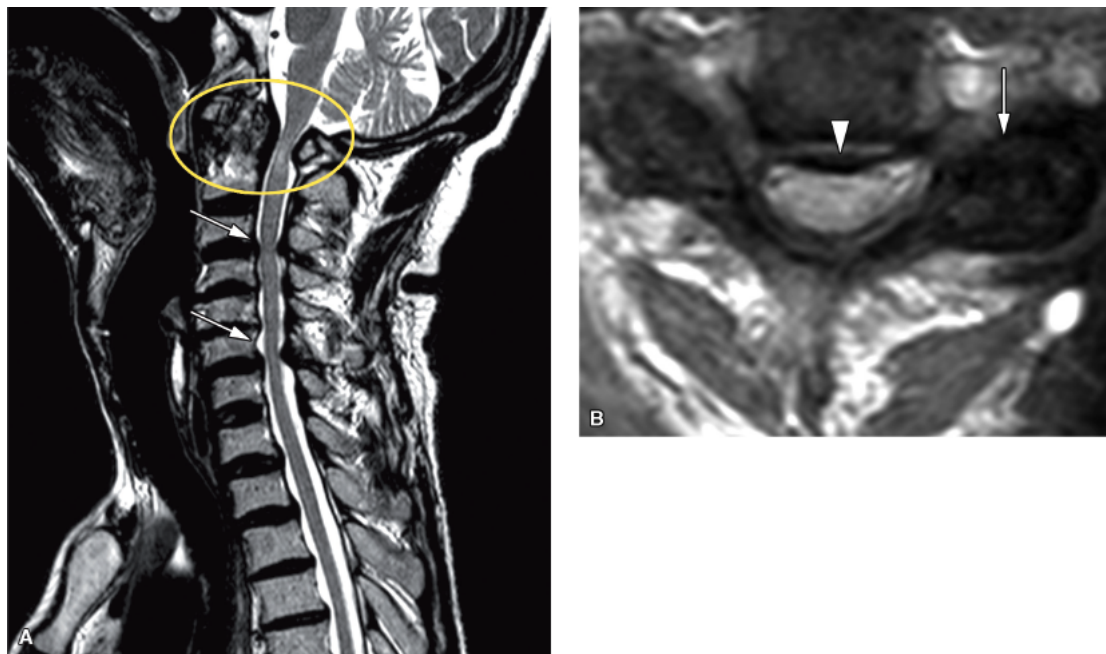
Doença degenerativa da coluna vertebral. Ressonância magnética da coluna cervical. Sequência sagital T2 (A) mostra artrose da articulação atlantoaxial provocando estenose da transição craniocervical e compressão com edema da medula espinal (*círculo amarelo*). Notam-se, ainda, osteófitos marginais aos corpos vertebrais, espessamento dos ligamentos amarelos, protrusões discais posteriores e estenose do canal vertebral em C3-C4 e C6-C7 (*setas*). B. Sequência axial T2 evidencia artrose da articulação interapofisária esquerda (*seta*) e protrusão discal posterior (*ponta de seta*) no nível C3-C4.
